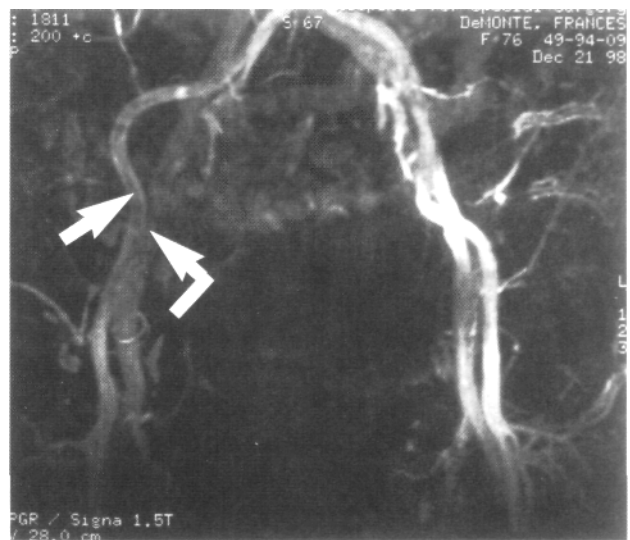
Venografía contrastada por resonancia magnética en un paciente con RTC en el posquirúrgico inmediato. La vena ilíaca externa (flecha curva) y la arteria (flecha recta) son bien identificadas a pesar de los componentes metálicos. (Colaboración de la Dra. Hollis Potter.)
